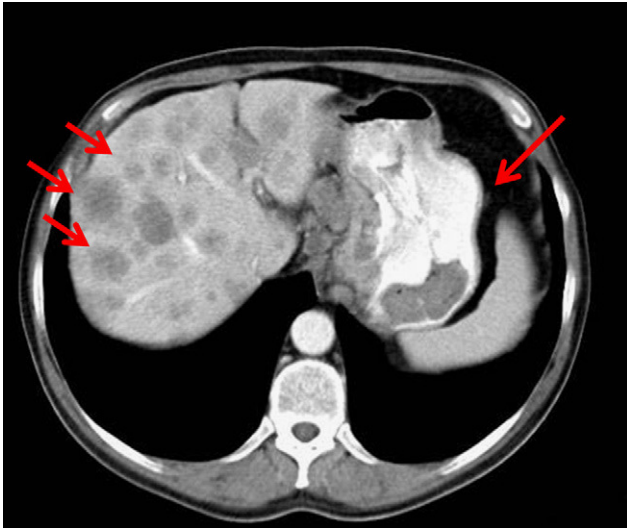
Imagen de la tomografía axial computarizada. Presencia de áreas de hipercaptación compatibles con cáncer gástrico con metástasis hepáticas (flechas rojas).
